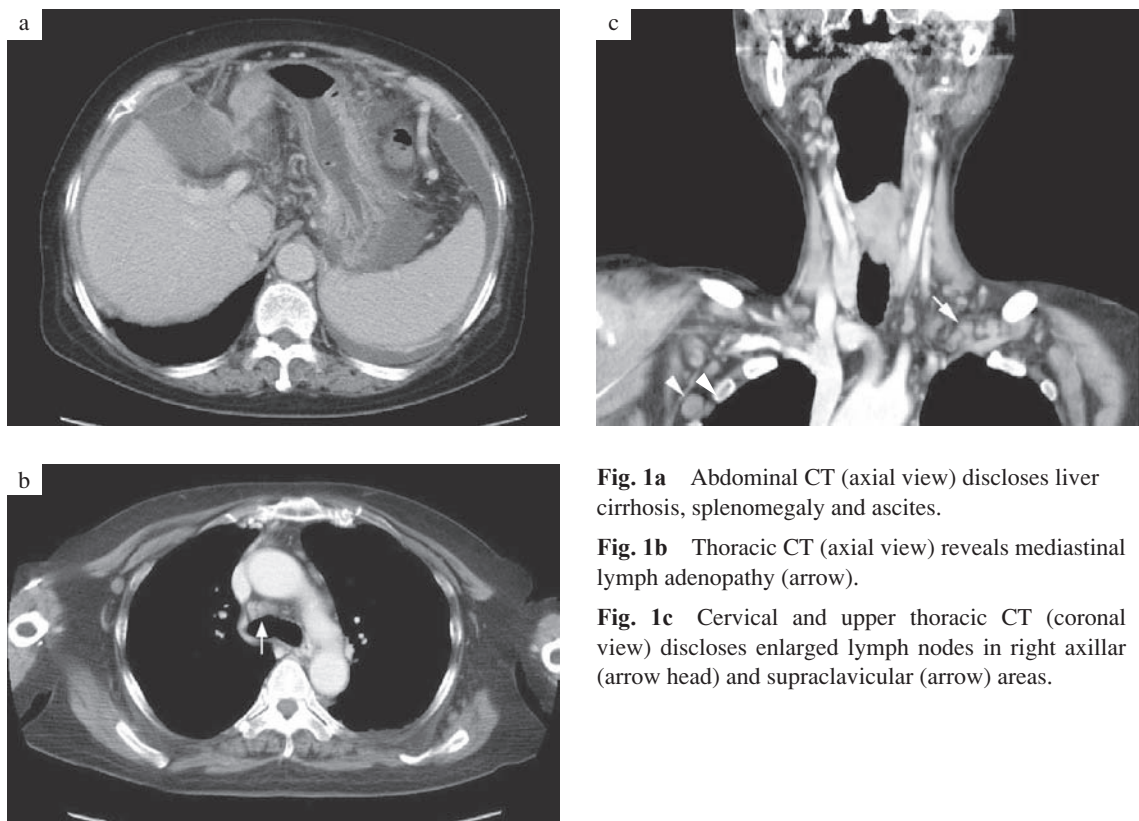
Abdominal CT (axial view) discloses liver cirrhosis, splenomegaly and ascites.
